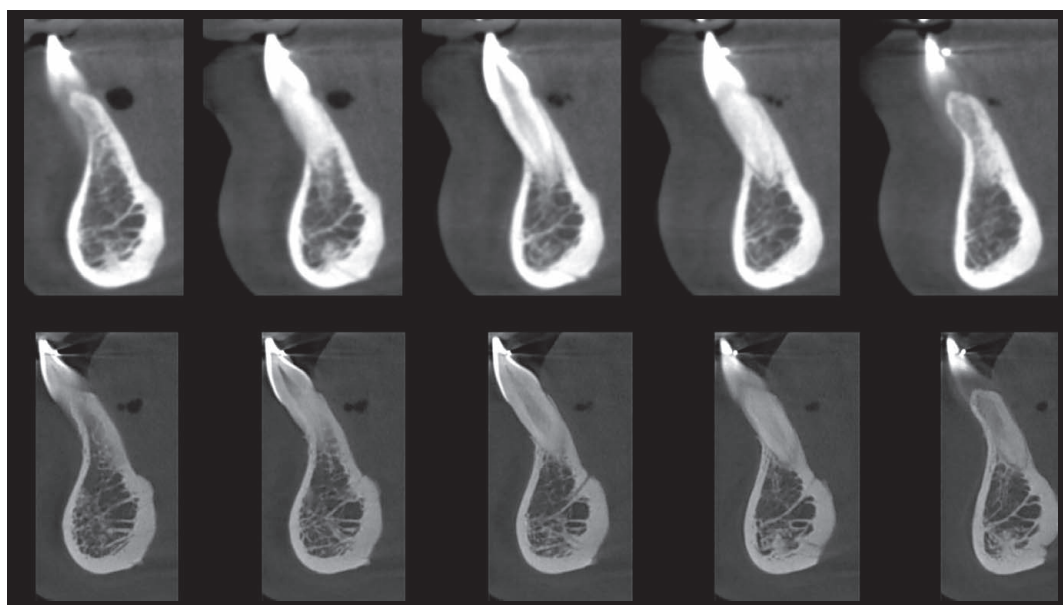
Coupes tomographiques (avant et 3 ans après traitement).
